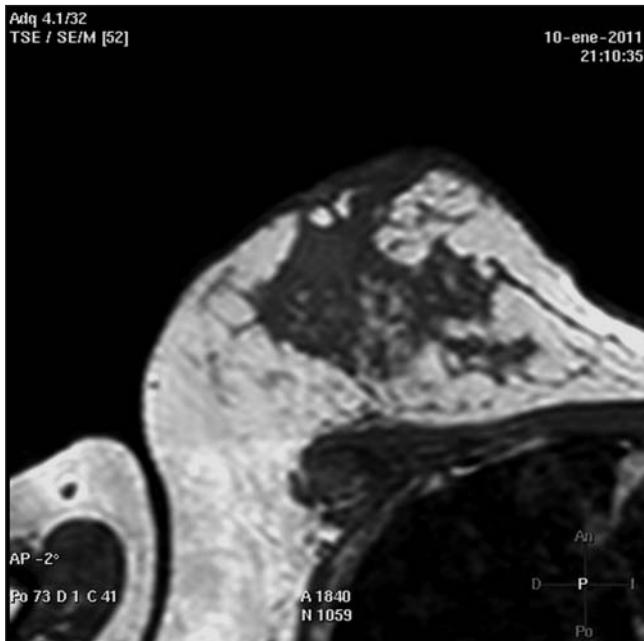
RM que muestra una tumoración en cuadrantes superiores de la mama derecha invadiendo piel y pezón compatible con neoplasia de mama.
